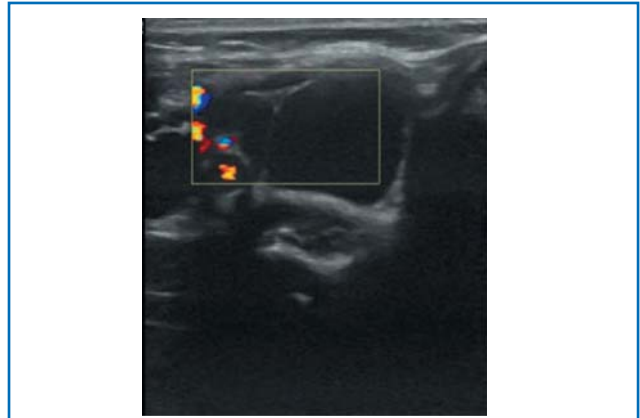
УЗИ картина пациента с ЛМ: при доплеровском картировании в септах видны кровеносные сосуды (собственные данные).
